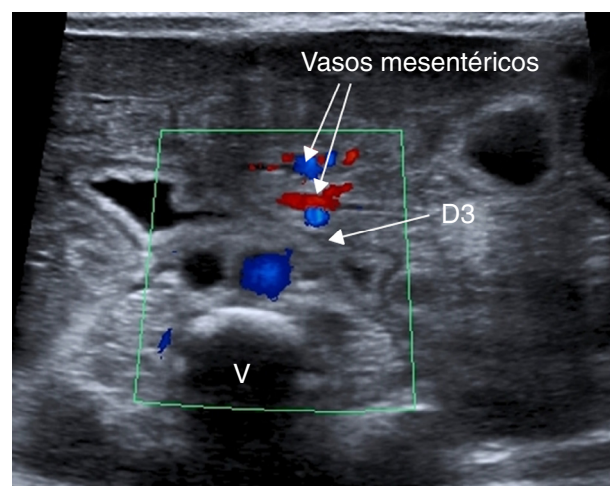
Imagen ecográfica transversal en mesogastrio: rotación intestinal normal. La tercera porción duodenal (D3) tiene una localización retromesentérica normal, entre la aorta (con señal Doppler azul) y los vasos mesentéricos. v: cuerpo vertebral.
